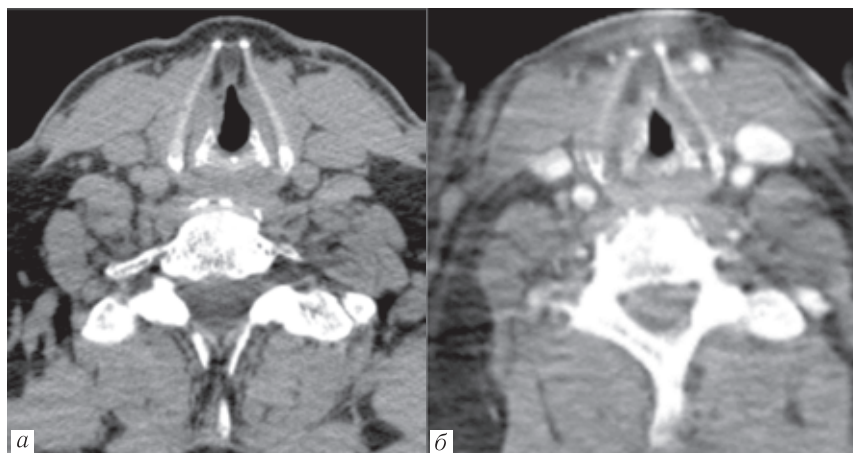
Компьютерные томограммы: *а* — в нативную фазу; *б* — при контрастном усилении. В нативную фазу (*а*) правая голосовая складка не утолщена с визуализацией небольшого количества мокроты вдоль ее края; при введении контрастного вещества (*б*) патологических изменений в области правой голосовой складки не отмечалось
